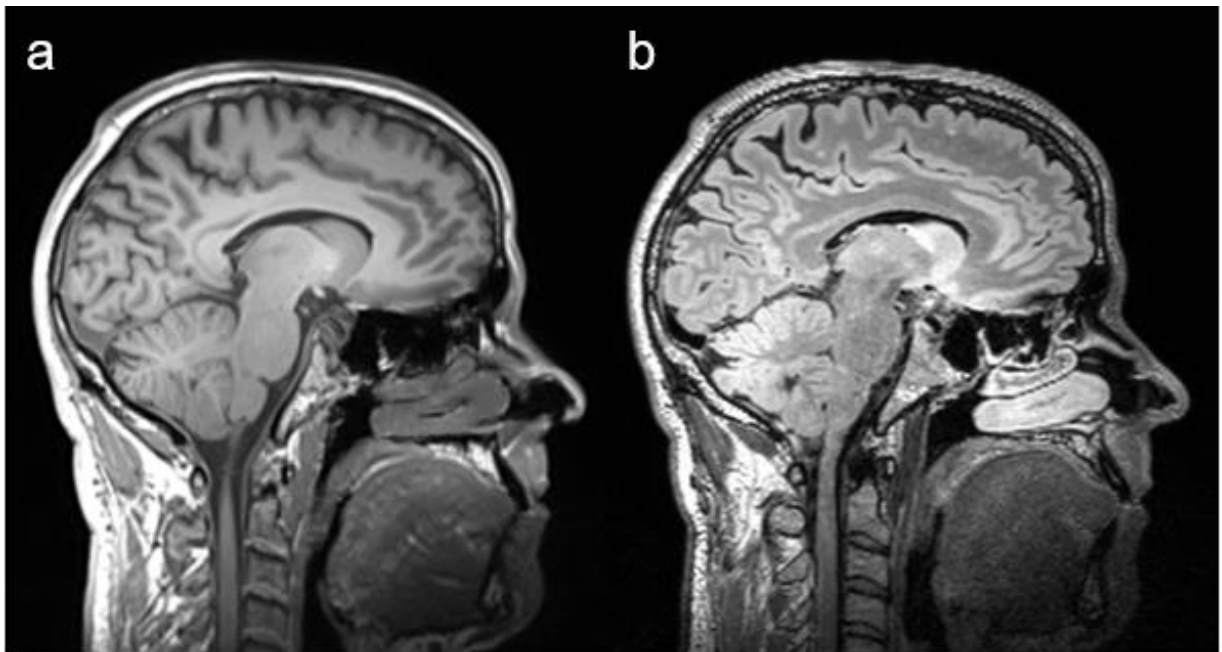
Kranielle MRT Aufnahmen eines Patienten (Subject419, 35 Jahre alt, männlich mit einem Läsionsvolumen von 2,68ml, dem Median unserer Kohorte (2,05ml) ähnelnd) a) T1-gewichtet sagittal b) T2-gewichtet FLAIR sagittal
